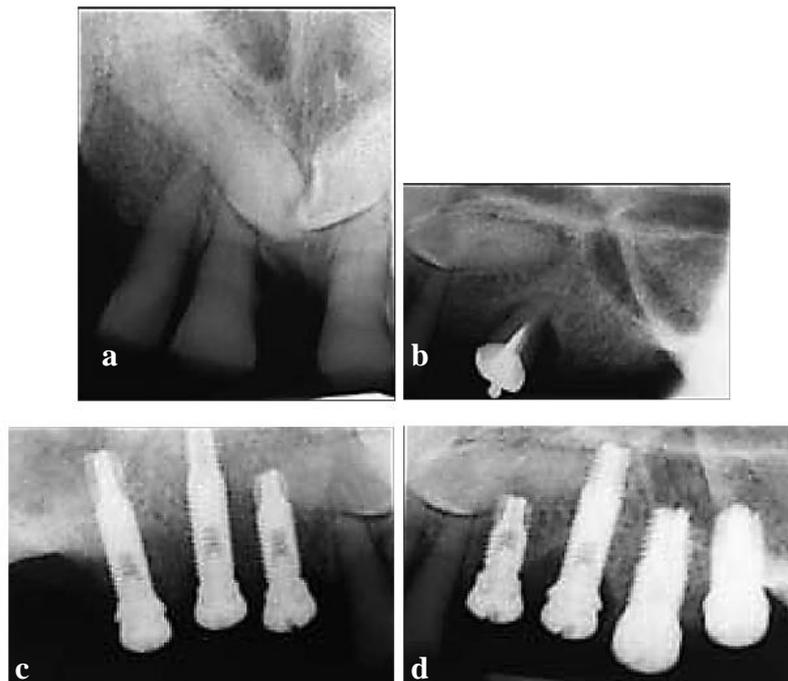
cas numéro 1. a et b. radiographie rétro-alvéolaire pré-opératoire montrant les deux canines incluses (a) et la canine gauche (b) ; c et d. radiographie rétro-alvéolaire post-opératoire avec les 7 implants posés, l'implant mésial gauche (d) ne tiendra pas et devra être enlevé 4 mois plus tard ; e. radiographie rétro-alvéolaire des 4 implants posés sur le site d'extraction de la canine incluse maxillaire gauche (29).
